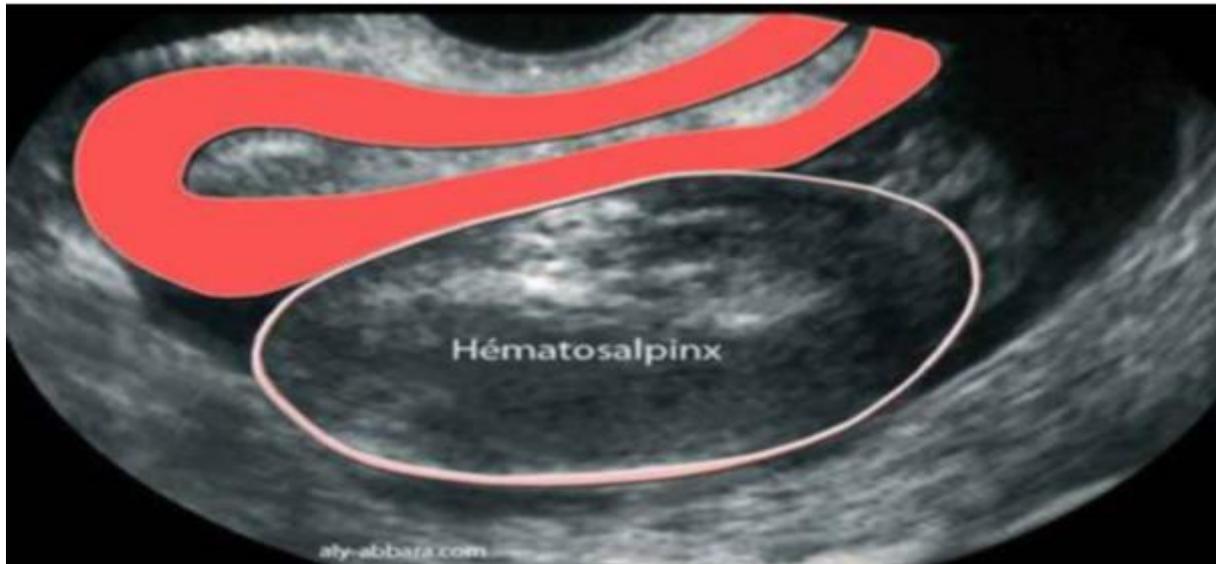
Image échographique d'une GEU tubaire avec un gros hématosalpinx. [26]
